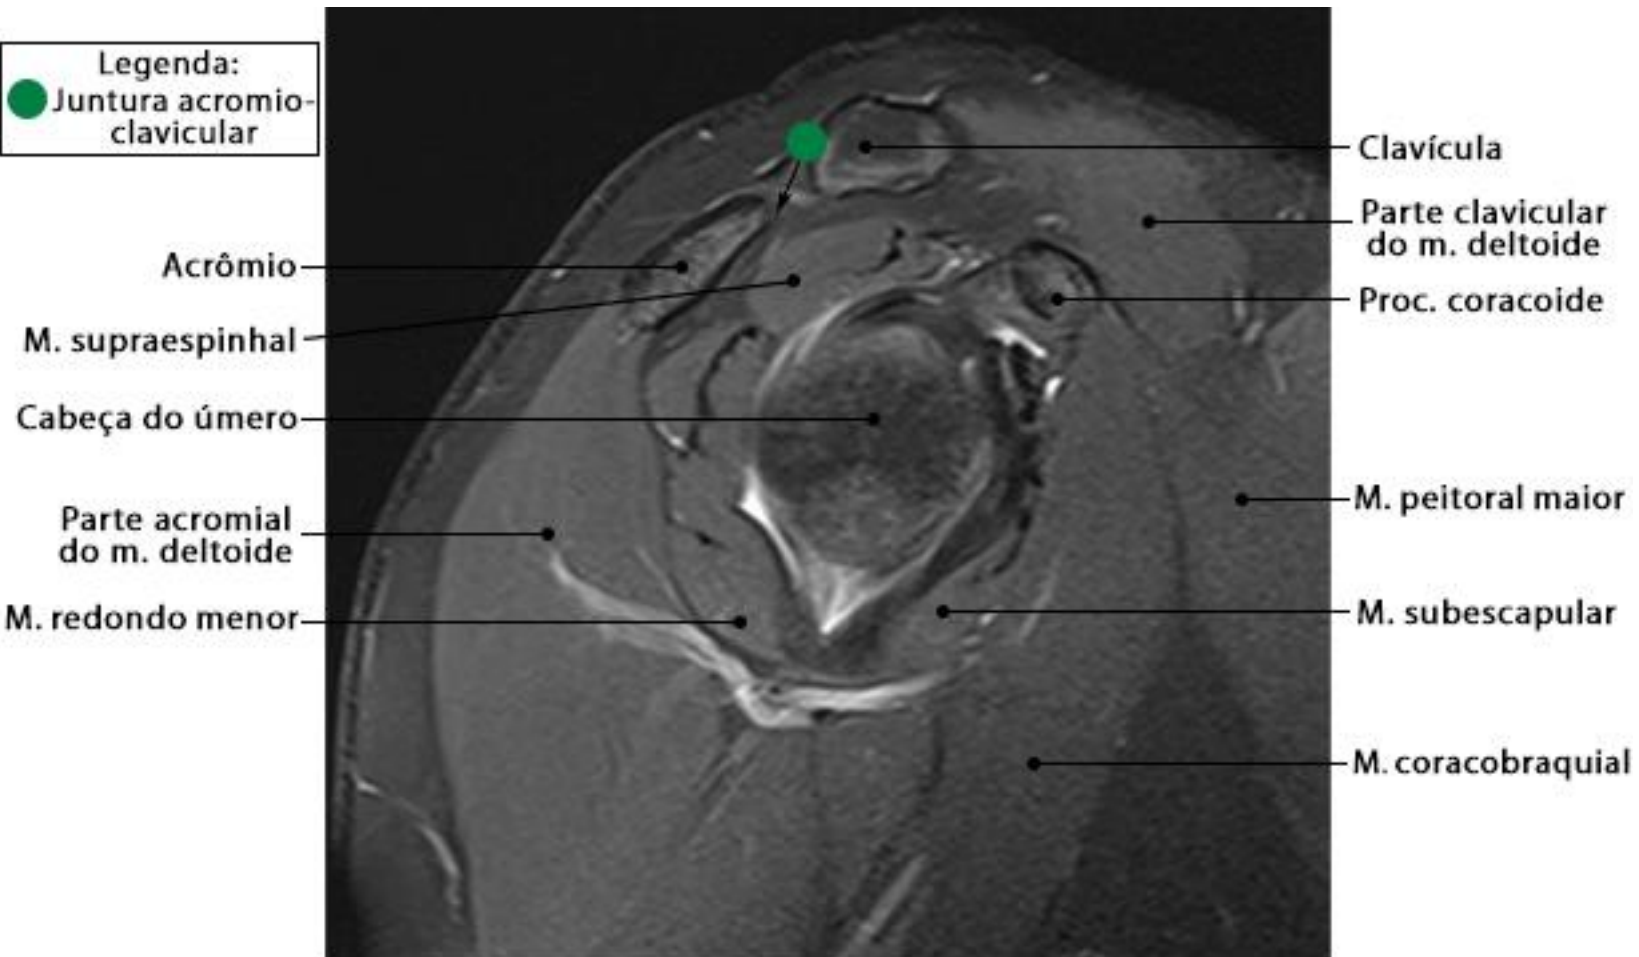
RM do ombro em corte sagital com ponderação DP SPAIR
